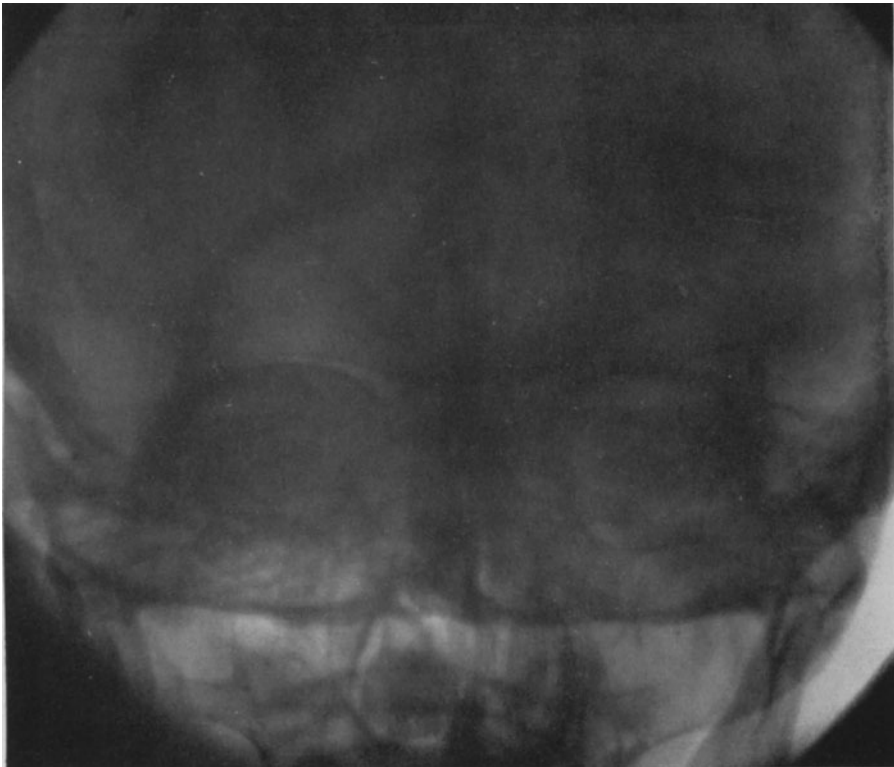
30jähriger Patient. Stirnhöhleneiterung links. Im Röntgenbild die linke Stirnhöhle völlig dunkel.
